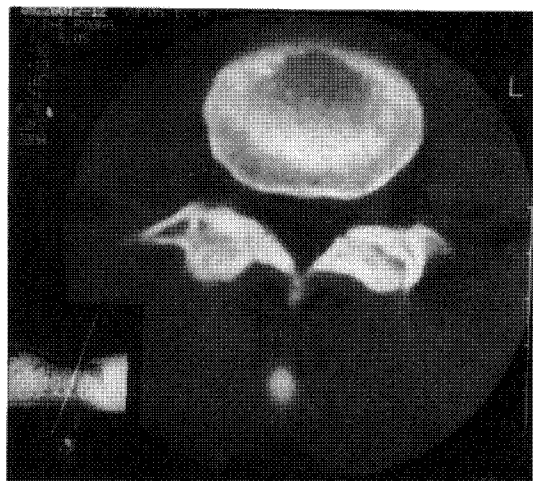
Preoperative CT scan demonstrating bilateral spondylolysis.
